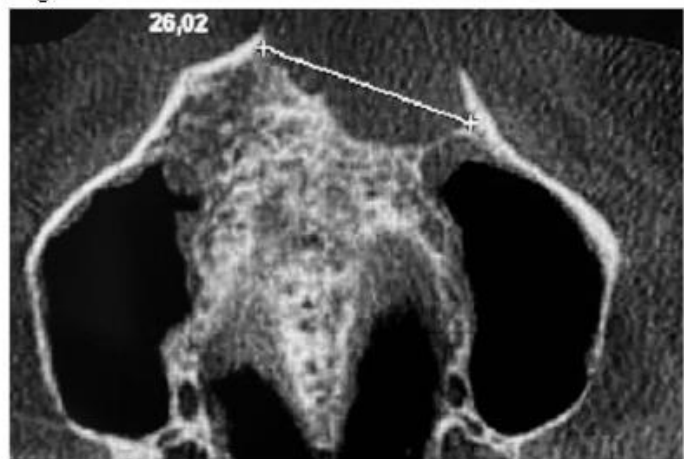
Imagem da tomografia computadorizada nos informando as medidas da imagem hipodensa em corte axial;
